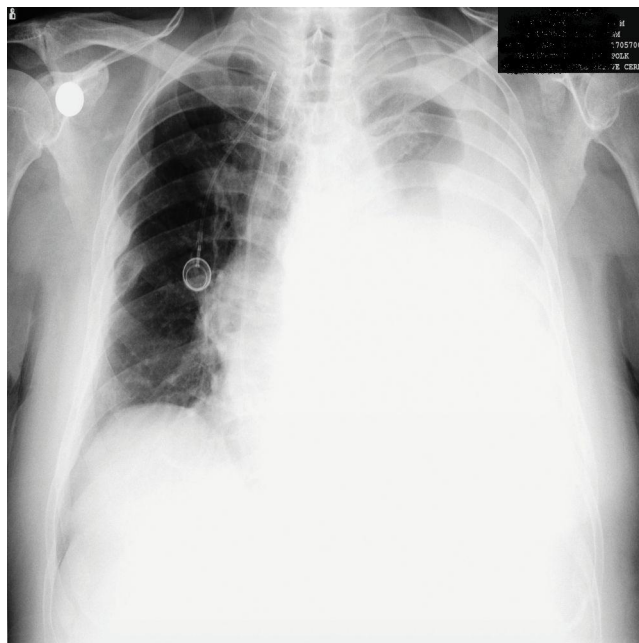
Derrame pleural en el hemitórax izquierdo. Radiografía posteroanterior.
